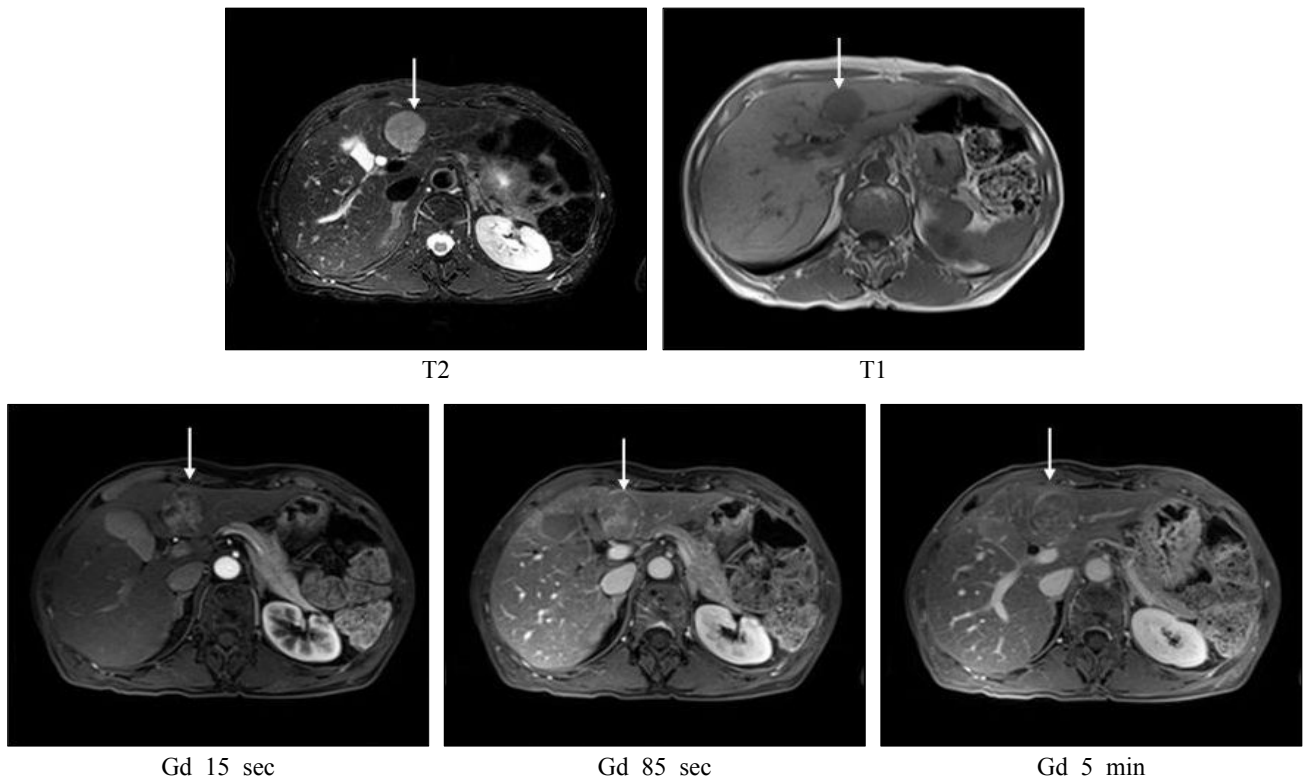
Dynamic MRI. A mass on segment 2 is indicated by arrow. It shows high signal intensity in T2 phase and low signal intensity in T1 phase. It shows enhancement on arterial phase and washout on portal and delay phase.
